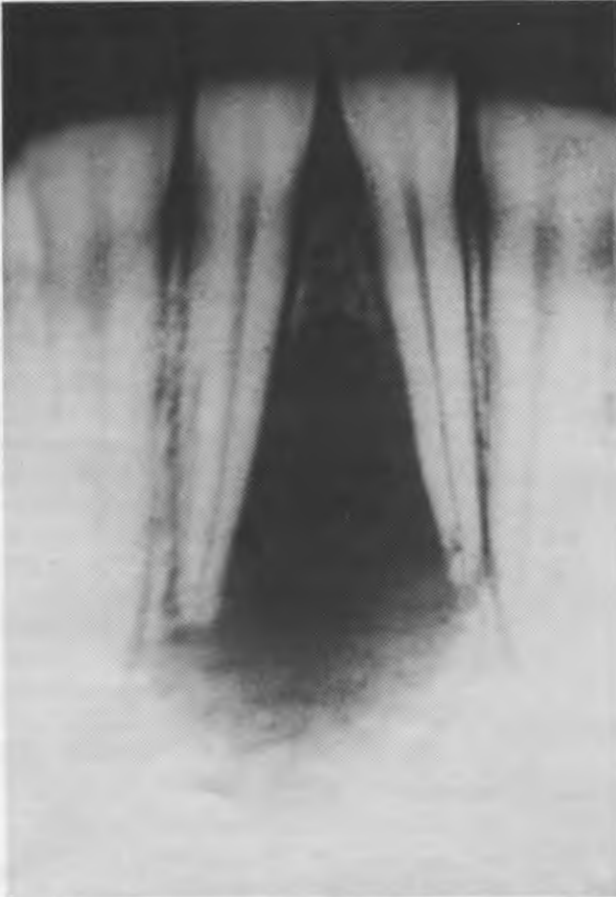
En la radiografía preoperatoria se observa una gran lesión periapical que ha provocado una separación de las raíces del 31 y del 41, que manifiestan una marcada divergencia.
